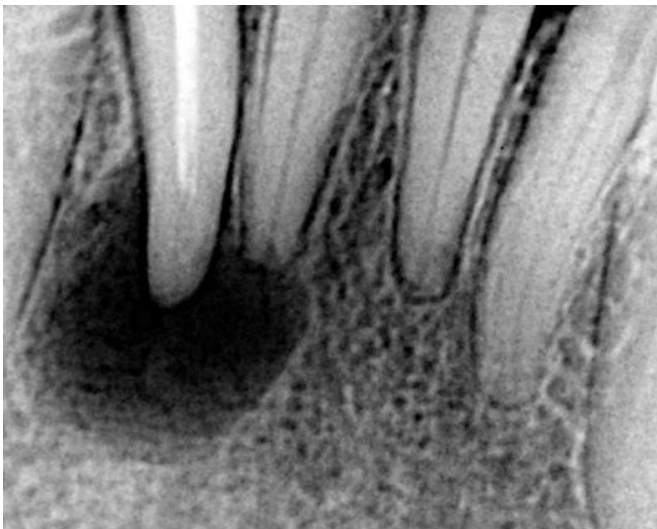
Radiotransparência óssea periapical no dente 42
